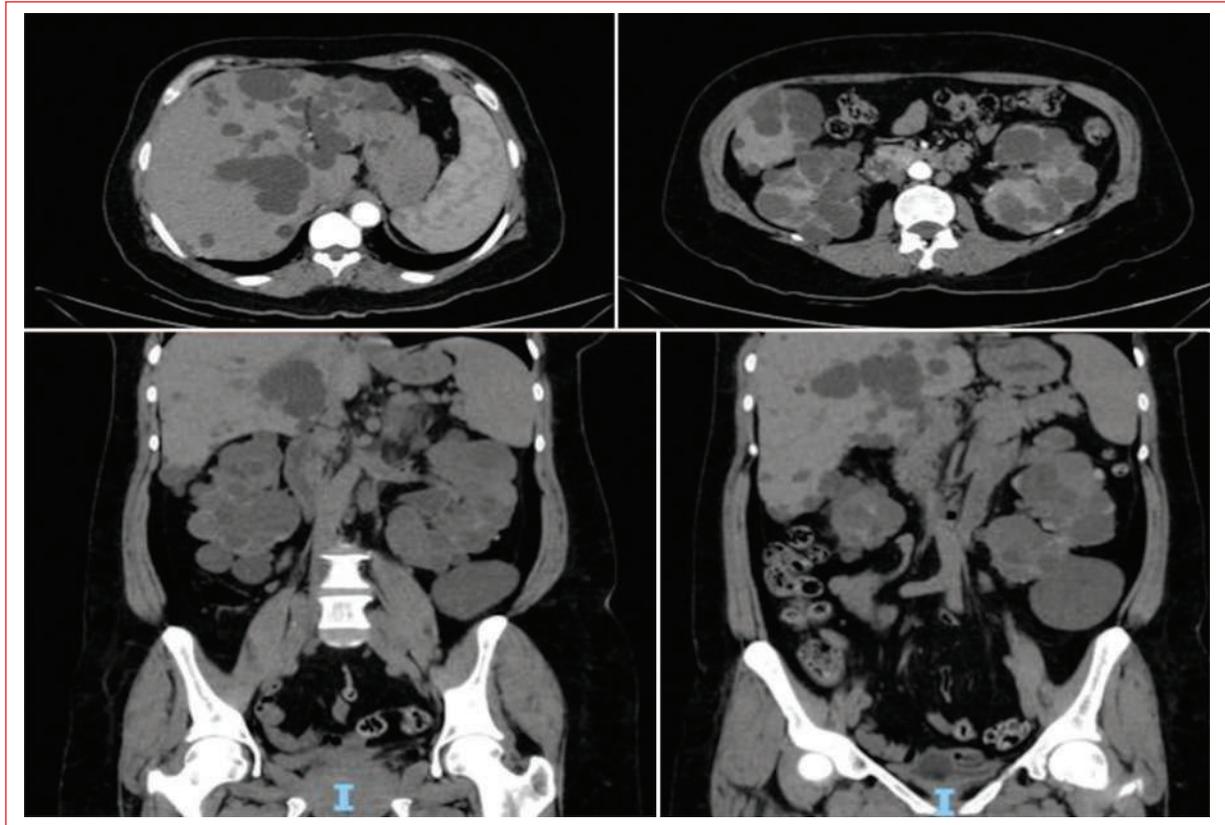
Tomografía computarizada de abdomen con presencia de quistes complejos (heterogéneos, de predominio hiperintensos) en ambos riñones, hígado y páncreas; el de mayor tamaño en el polo inferior del riñón izquierdo, en plano axial con dimensiones aproximadas de $63 \times 44 \times 56$ mm, y quistes menores en el riñón derecho hacia el polo inferior con dimensiones aproximadas de 38×41 mm en plano axial.
